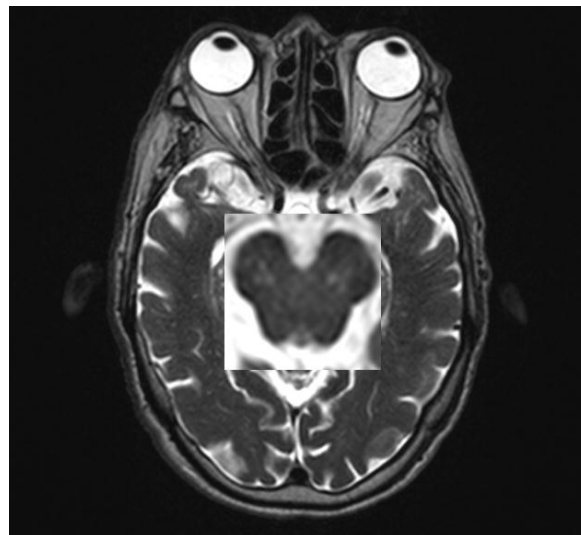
Imagen de RMN en fase T2 corte axial donde se muestra: SNpc mesencefálica con presencia de focos parcheados de hiperseñal correspondiendo a gliosis así como hipointensidad en globo pálido
